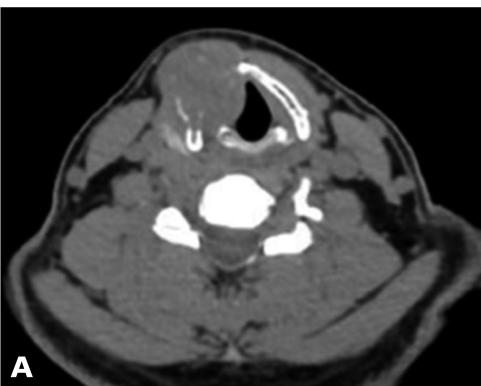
A) TC de cuello en corte axial donde se evidencia lesión expansiva que erosiona cartílago cricoides; B) Corte coronal que evidencia lesión expansiva con efecto de masa sin compromiso de cartílago cricoides.
